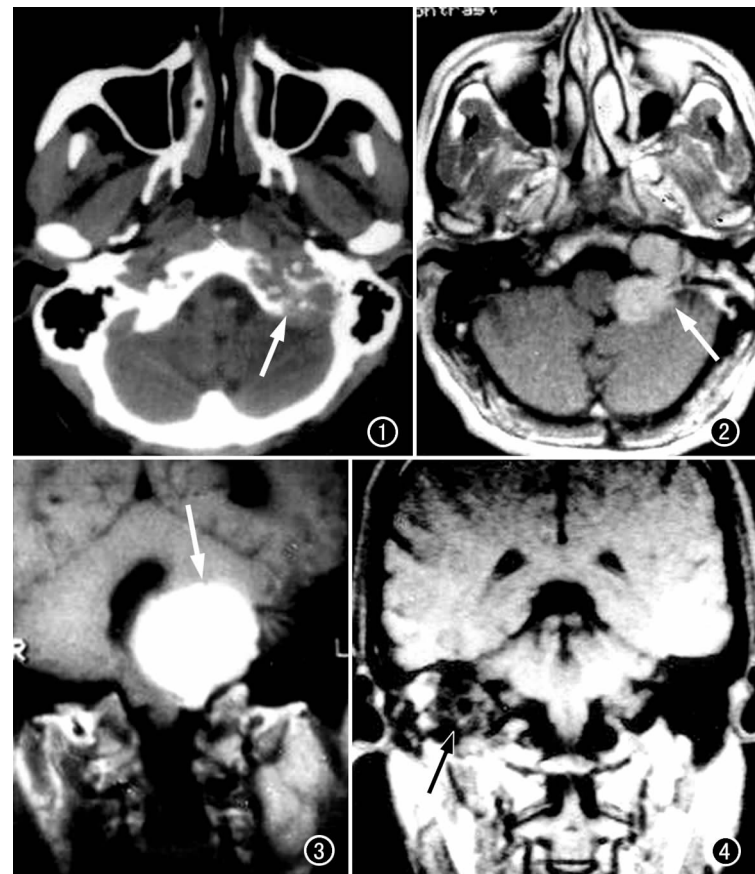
左颈静脉孔区转移瘤:CT 平扫左颈静脉孔骨质溶骨性破坏(箭),内有斑片状残留碎骨块。图 2 左颈静脉孔脑膜瘤:肿瘤呈哑铃型(箭),边界清晰。MRI 增强扫描见肿瘤均匀强化,附近脑膜强化。图 3 左颈静脉孔神经纤维瘤:MRI 冠状面 T_1 WI 增强扫描,左颈静脉孔肿瘤呈明显均匀一致性强化(箭)。图 4 右颈静脉孔纤维脂肪瘤,MRI 冠状面 T_1 WI 右颈静脉孔区病灶呈混合信号(箭)。
